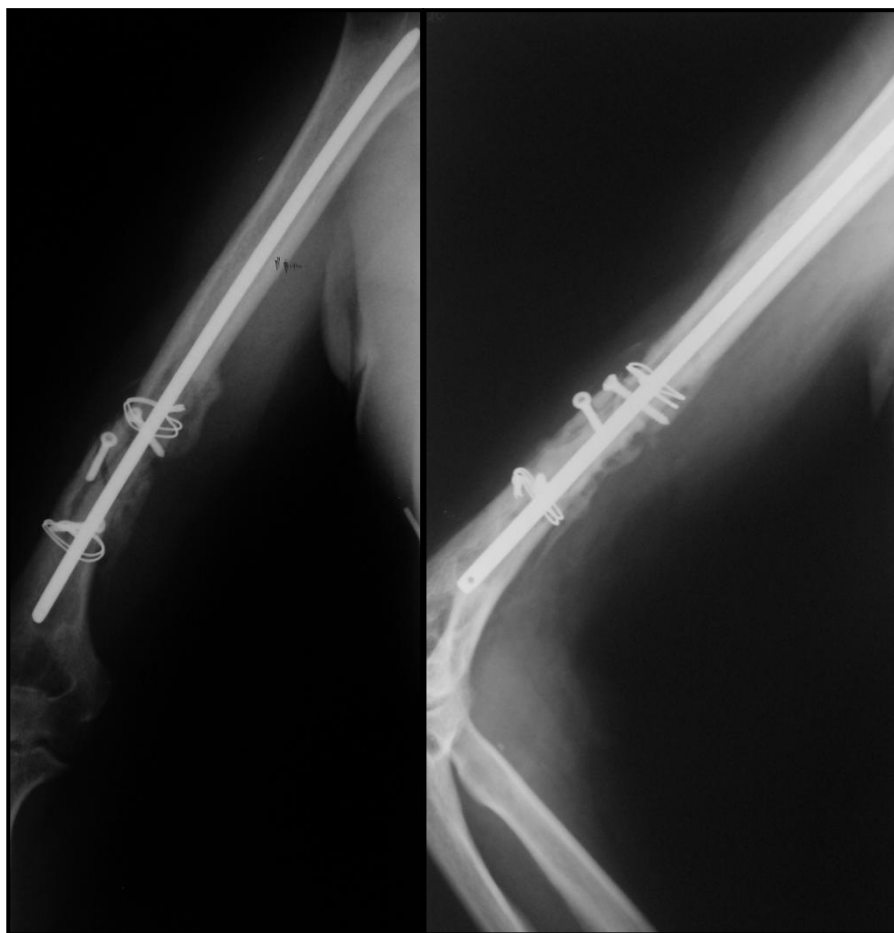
Та же больная. Рентгенограммы через 5 мес. после операции. Определяются несращение перелома плечевой кости и несостоятельность остеосинтеза.
